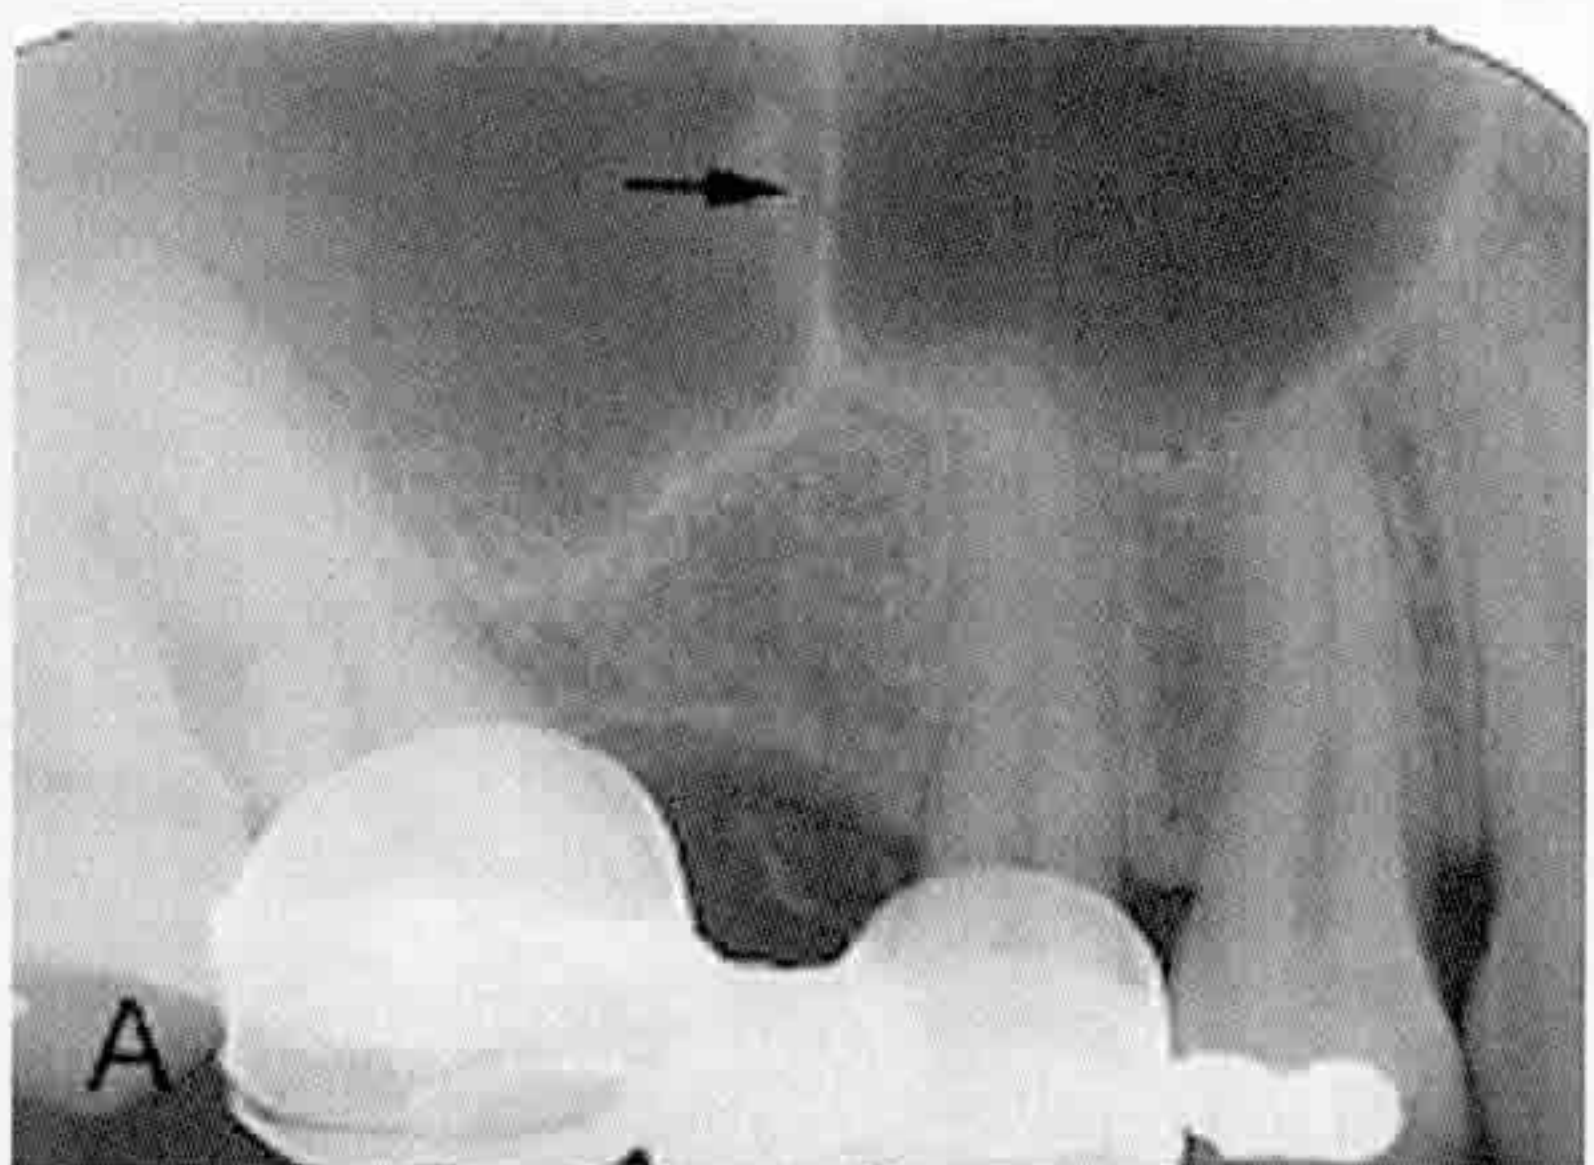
상악동 중격. 수직으로 나타나고 있다. B. 비강저가 수평으로 길게 나타나고 있어 수평 중격처럼 보인다. C 비강저가 치근단 방사선사진에서 나타나는 경우.
